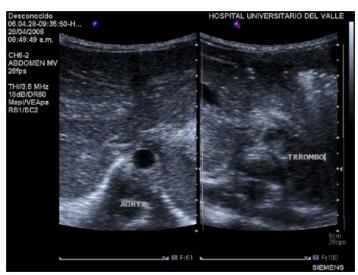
Ecografía abdominal, octavo día de vida. Se evidencia trombo en aorta abdominal que obstruye parcialmente
